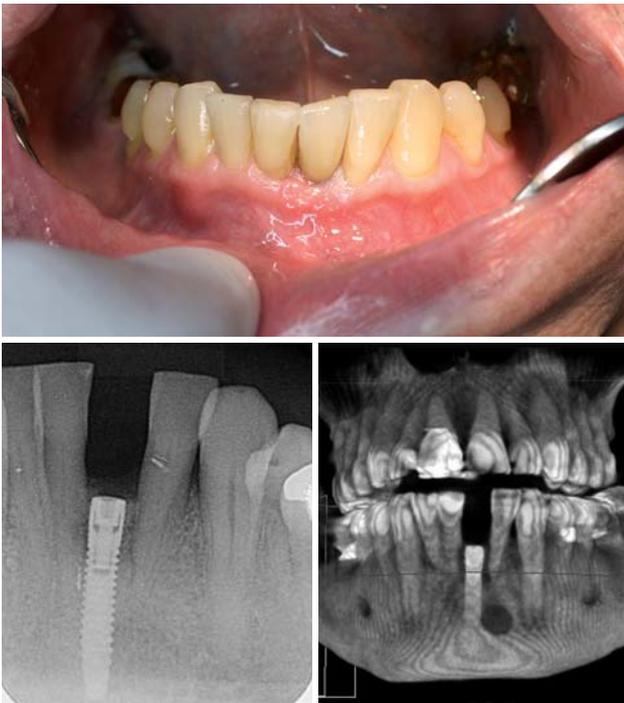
Definitive Versorgung. – Abb. 20b: Röntgenbild: Definitive Versorgung. – Abb. 20c: DVT: Definitive Versorgung.
